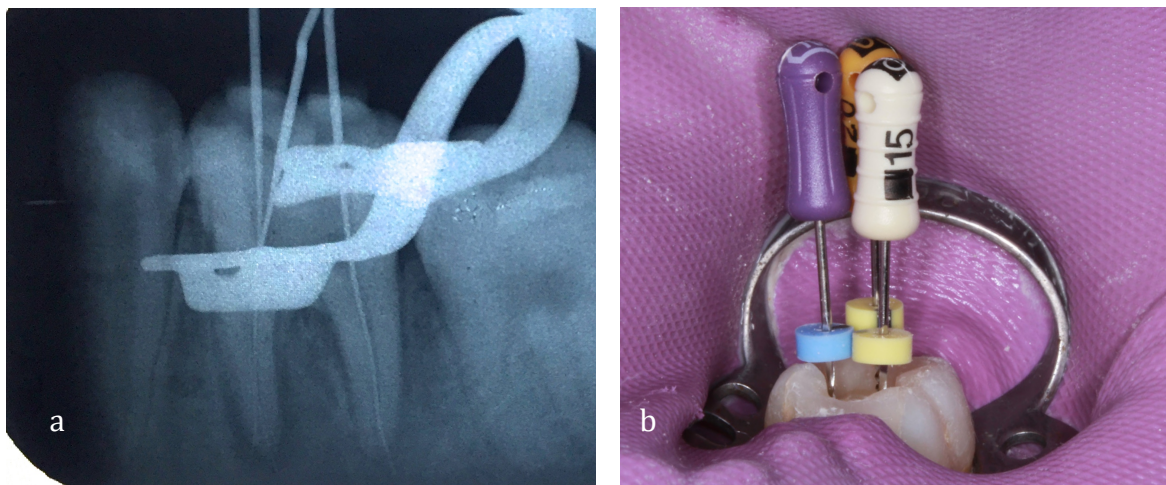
a. Radiografía con la conductometría donde se puede observar la sobreinstrumentación. b. Imagen donde se puede observar el ingreso de las limas y el ensanchador para su conductometría
